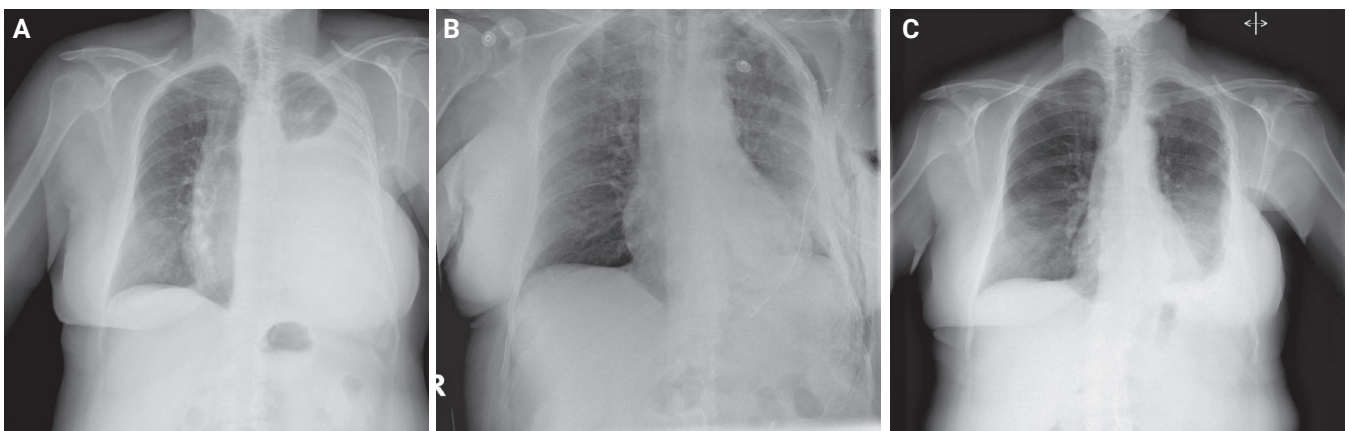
A) Mujer con neoplasia de mama que presenta derrame pleural maligno izquierdo. B) Radiografía de control tras la colocación de un tubo de tórax de drenaje, evacuándose el derrame pleural y añadiéndose talco para realizar la pleurodesis. C) Radiografía de control tras realizar una pleurodesis efectiva, quedando un pinzamiento del seno costofrénico izquierdo residual.
